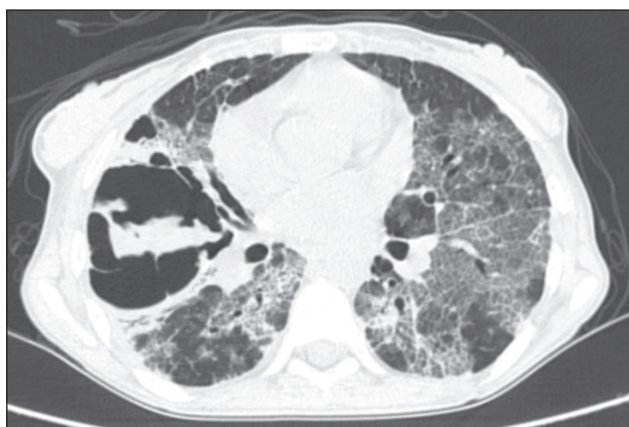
КТ ОГК хворої 36 років; ВІЛ-позитивна. Значна смугастість у поєднанні з консолидацією та пневматоцеле; спостерігається перибронховаскулярний та перилобулярний розподіл. Одна з пневматоцеле містить, ймовірно, детрит. Діагностичний ключ до діагнозу пневмоцистної пневмонії — це двостороннє «матове скло» у ВІЛ-інфікованої із задишкою; термінальні зміни
